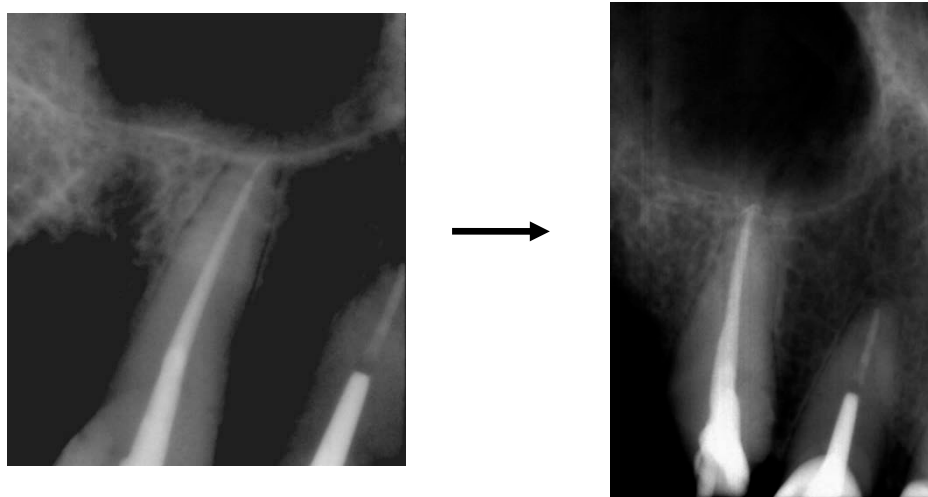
Radiographies rétro-alvéolaires illustrant le retraitement endodontique de 13.
